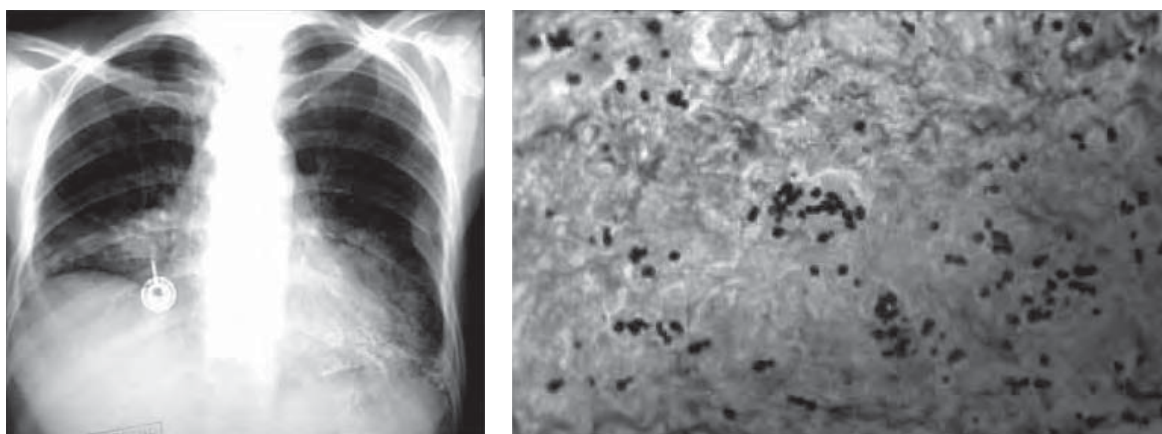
/8.- Histoplasmosis generalizada en paciente sometida a trasplante de médula ósea. La radiografía de tórax demuestra las lesiones calcificadas en las bases de ambos pulmones. La histopatología corresponde a una lesión que destruye el paladar blando.
